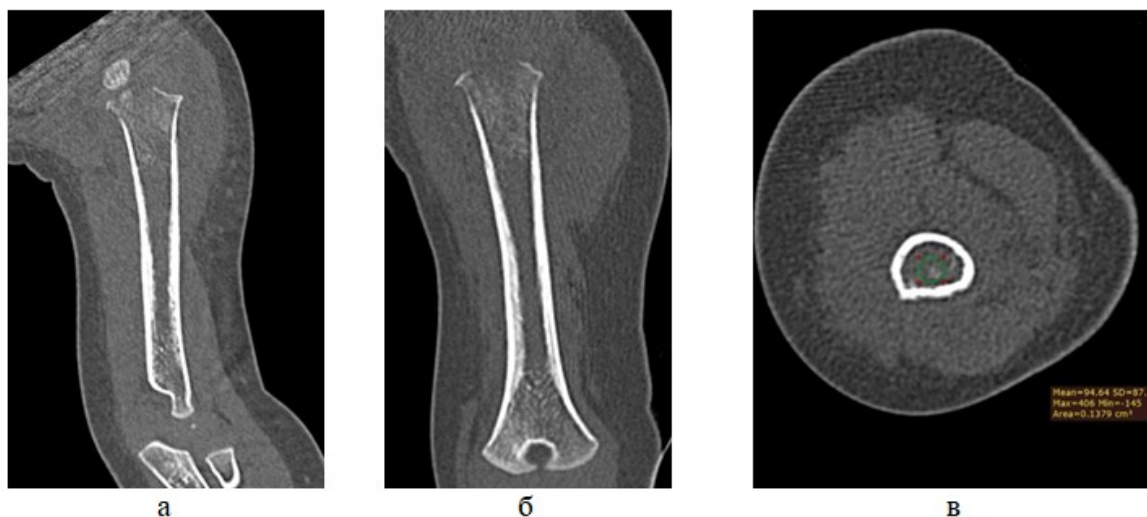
КТ-томограммы того же пациента: а – COR, очаги деструкции в проксимальном метафизе плечевой кости; б – SAG, разрушение кортикального слоя проксимального слоя; в – AX, интрамедуллярные изменения не дифференцируются
